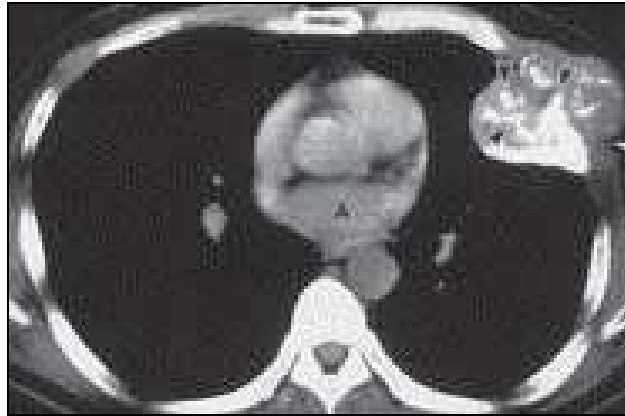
TAC torace: neoformazione della parete toracica di sinistra
